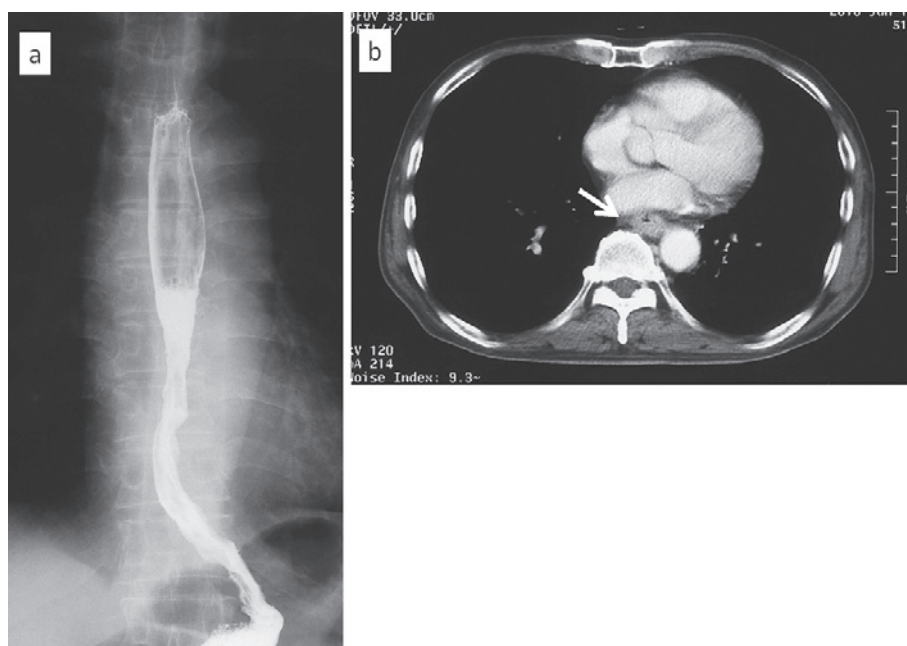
Examinations on after chemoradiation therapy. A barium swallow esophagogram demonstrates a mild stricture with consolidation of the middle and lower third of the esophagus (a). Follow-up computed tomography shows a significantly decreased in the size of the esophageal mass, which was defined as a partial response (arrow) (b).
